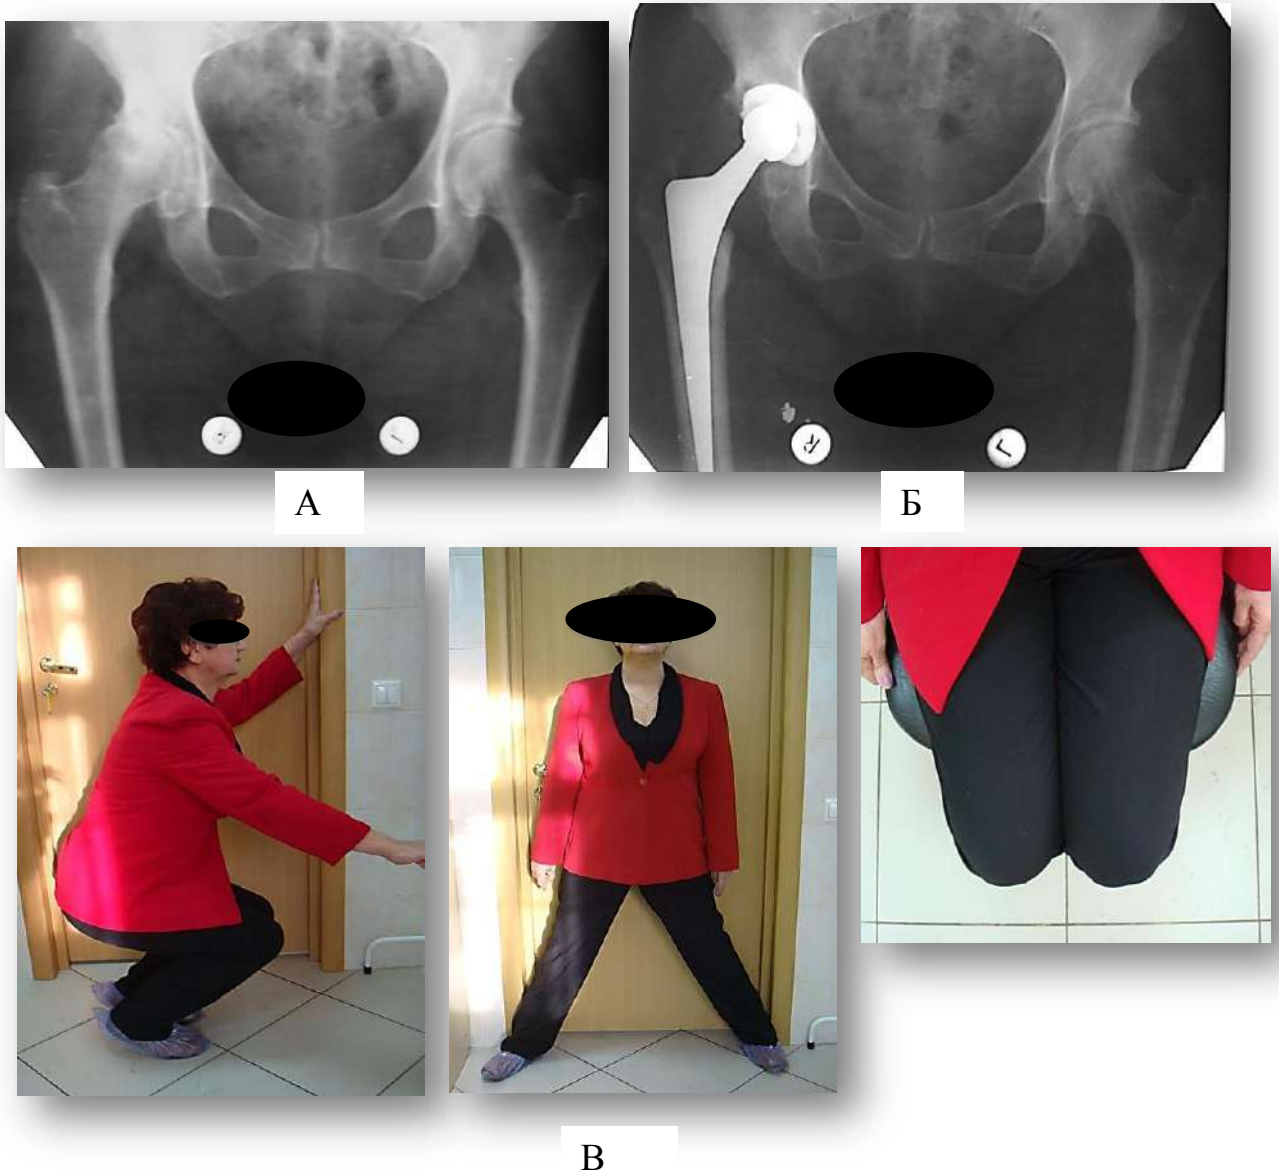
А – рентгенограмма тазобедренных суставов пациентки К. до вмешательства; Б – рентгенограмма после вмешательства; В – функциональные возможности и длина конечностей через 12 месяцев после артропластики справа
